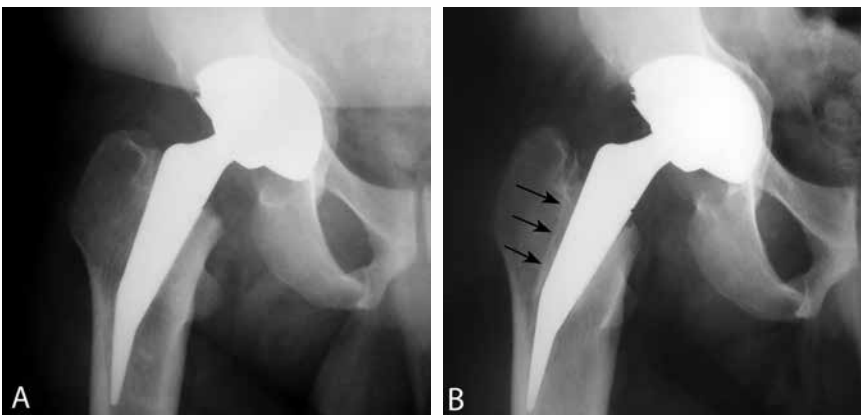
Radiografias de artroplastia total não cimentada do quadril com dois meses (A) e com seis anos (B) de pós-operatório, demonstrando o aparecimento de linha reacional radiodensa divergente da superfície porosa do componente femoral (setas); esta linha é produzida pela mudança da posição original do implante e confirma a soltura do mesmo.
